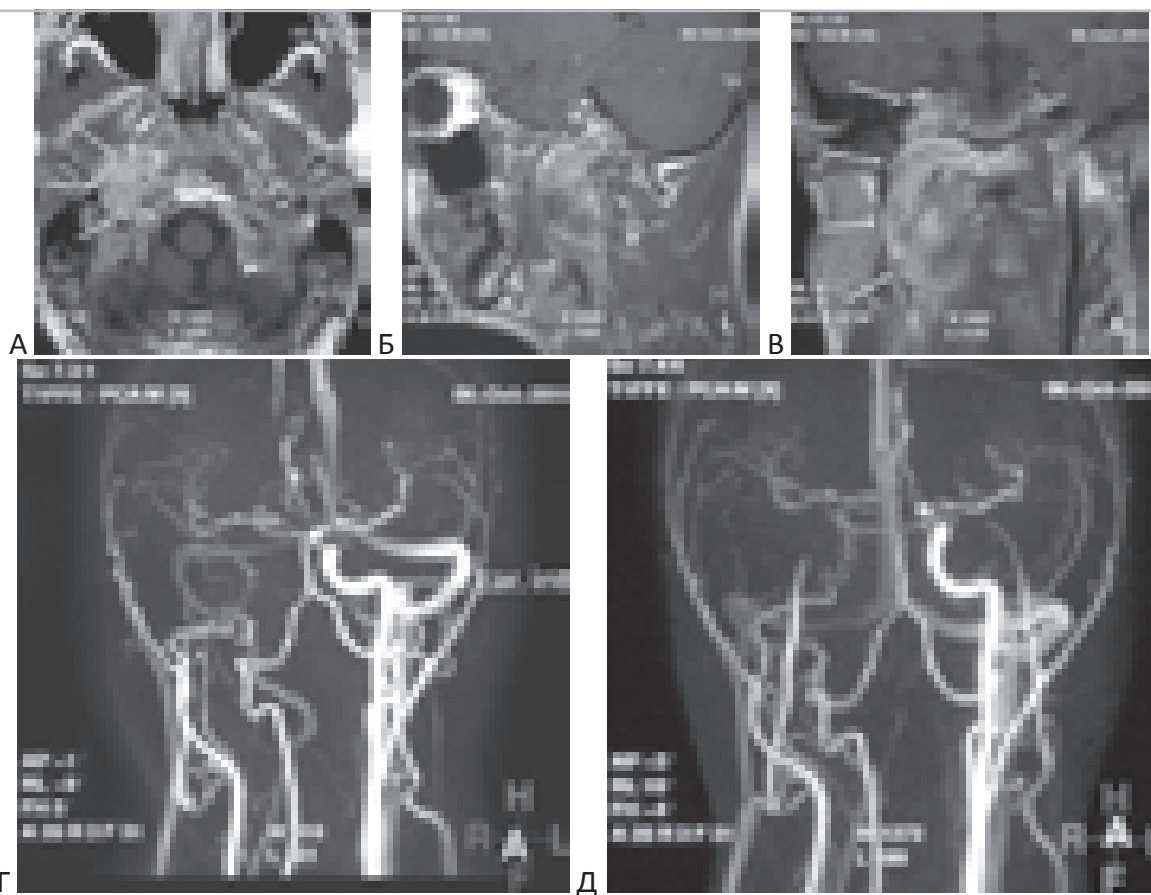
Стеноз внутренней сонной артерии при хордоме. “А”, “Б”, “В” – МРТ (T1-взвешенное) больного с хондромой хордомой правой половины основания черепа в области петроклиальной щели и вершины пирамиды височной кости с экстракраниальным ростом (в аксиальной сагиттальной и фронтальной проекции). Опухоль обозначена стрелками. “Г”, “Д” – МРТ в ангиорежиме. Левая внутренняя сонная артерия отмечена на рисунке подписью. Границы опухоли показаны белыми стрелками. Правая внутренняя сонная артерия компримирована опухолью и не прослеживается на уровне кавернозного и кавернозного сегмента.
